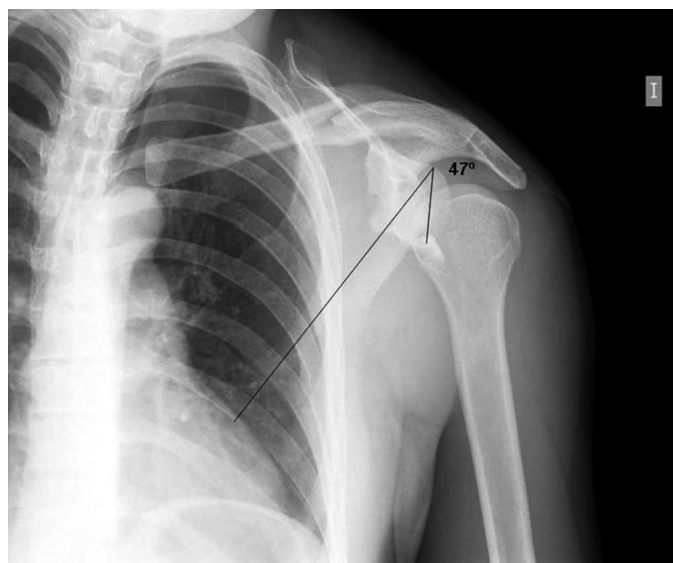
Radiografía anteroposterior de hombro: fractura del tercio medio de la clavícula y fractura del cuello de la escápula.
